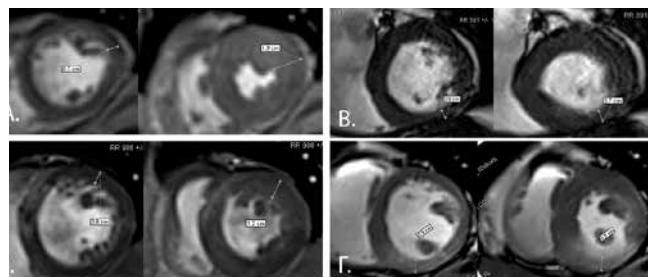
Кино-МРТ сердца, срезы по короткой оси ЛЖ. Слева – диастола, справа – систола. СУ в норме (А), умеренное снижение СУ (Б), выраженное снижение СУ (В), отсутствие СУ (Г).
